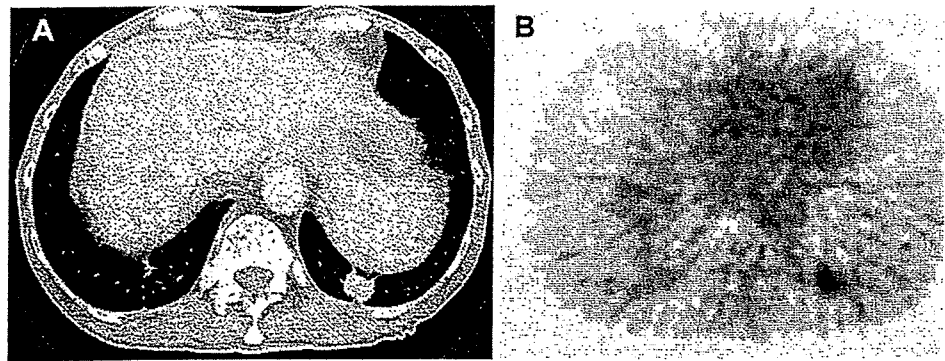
A patient in group III: a CT shows the solid pattern; b PET image shows high FDG uptake. The CEA level was 3.6 ng/ml. Cell dedifferentiation, and aggressiveness (vascular invasion) were seen. The patient showed recurrence 2 months after surgery
